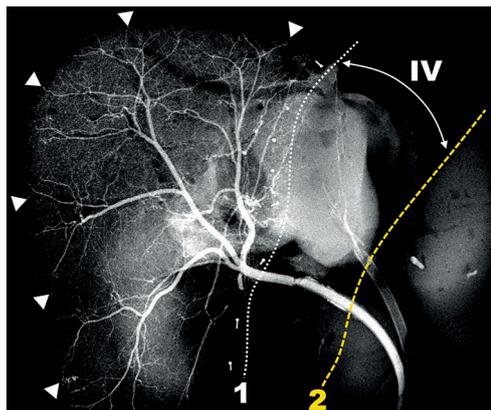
Рентгенограмма с контрастированием левой ветви собственной печеночной артерии: 1 – белая пунктирная линия – проекция линии Rex-Cantlie; 2 – желтая штриховая линия – проекция прикрепления серповидной связки; IV – проекция границ IV сегмента; белые треугольники – терминальные интраорганные артерии, не анастомозирующие между собой
